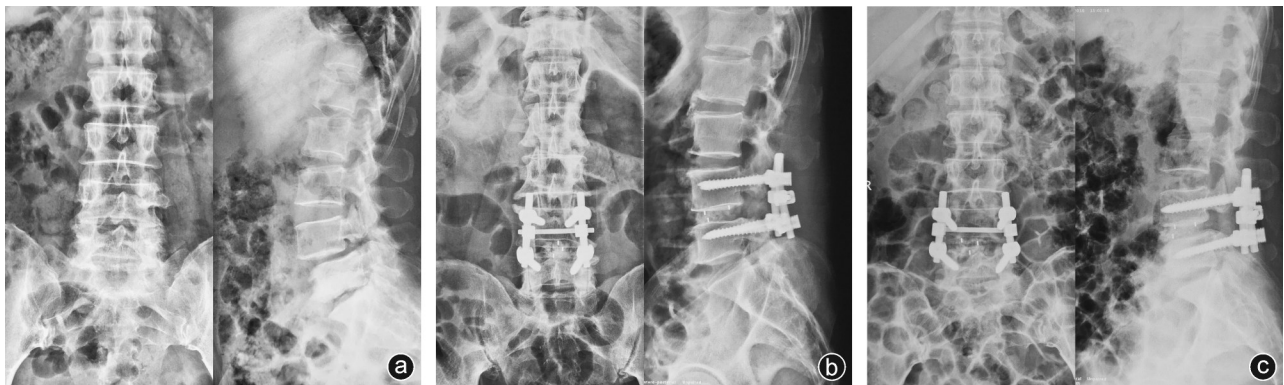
病人,男,62岁,因“L₄椎体滑脱”入院,行“后路环形松解减压+万向椎弓根钉复位+Cage椎间融合”手术 a:术前X线片可见L₄椎体双侧椎弓根峡部断裂,向前II度滑脱;b:术后椎体完全复位;c:术后1年随访X线片见椎间连续骨痂形成,椎间愈合
